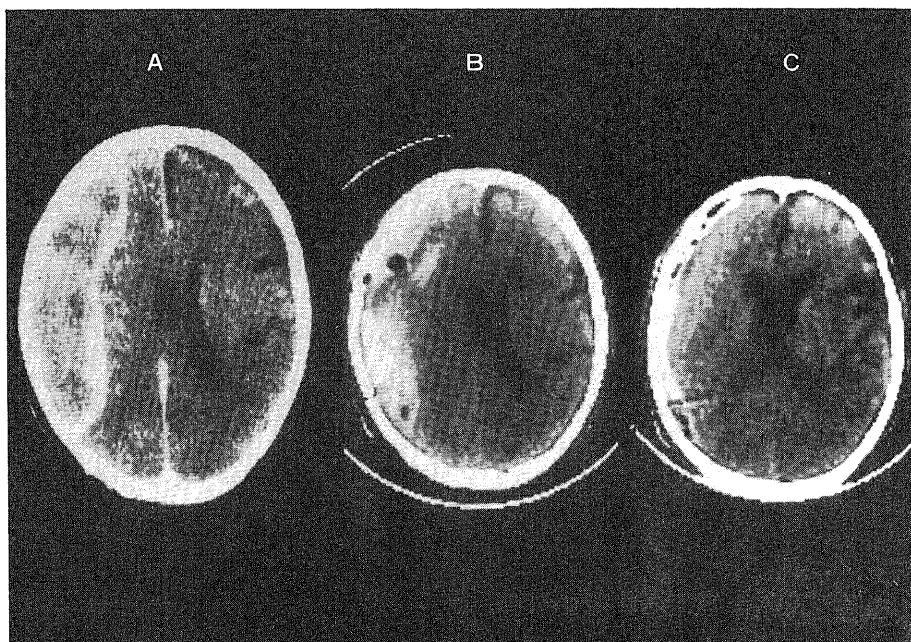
CT images of recurrent case (case #15). A, taken in another hospital before the first surgery; B, 7 days after the first surgery; C, 2 days after the reoperation.
